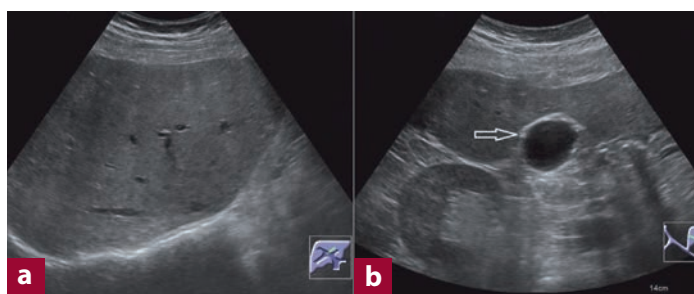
Oberbauchsonografie 5 Monate nach Therapiebeginn: Homogene Echotextur der Leber ohne Nachweis intrahepatischer Raumforderungen oder entzündlicher Veränderungen (a). Dünnwandige Gallenblase mit vollständiger Rückbildung der umschriebenen Wandverdickung (b)
